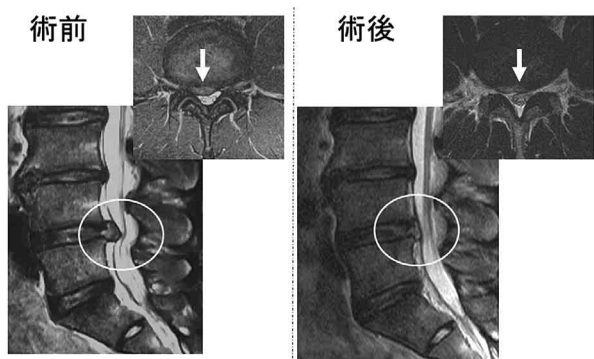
PED 術前後のMRI（ハンドボール日本代表選手）
